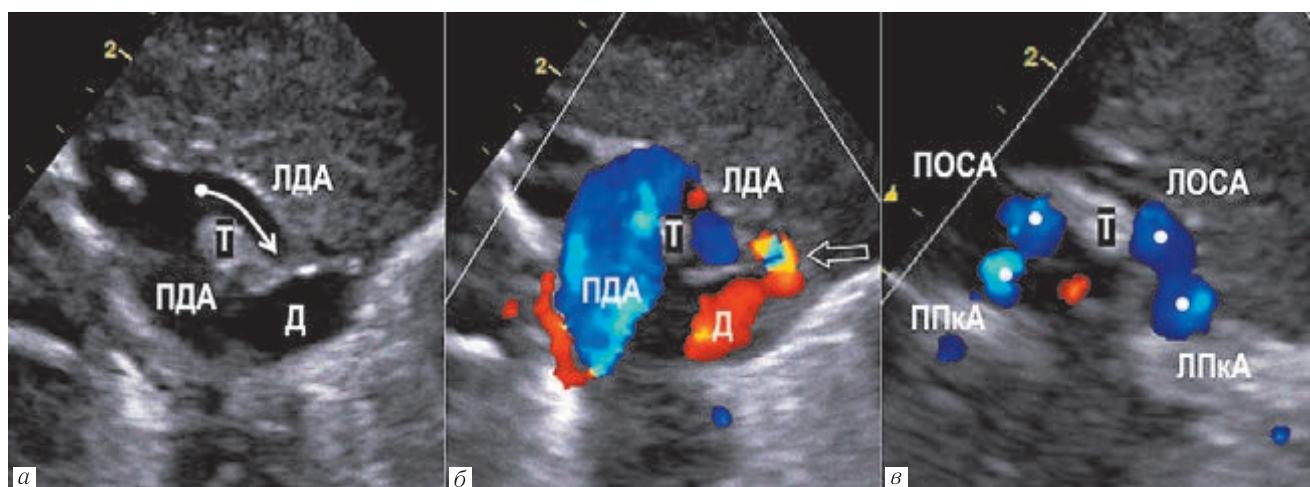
Двухмерная эхокардиография новорожденного, серия УЗ-проекций, полученная при поперечном сканировании области верхнего средостения: *а* — сосудистое кольцо вокруг трахеи (Т) и пищевода, образованное правой (ПДА) и левой дугами аорты (ЛДА), дивертикул (Д); *б* — режим цветового доплеровского картирования, ретроградное заполнение дивертикула (Д), от которого отходит открытый артериальный проток (стрелка); *в* — признак четырех сосудов: ППКА — правая подключичная артерия; ЛПКА — левая подключичная артерия; ПОСА — правая общая сонная артерия; ЛОСА — левая общая сонная артерия
